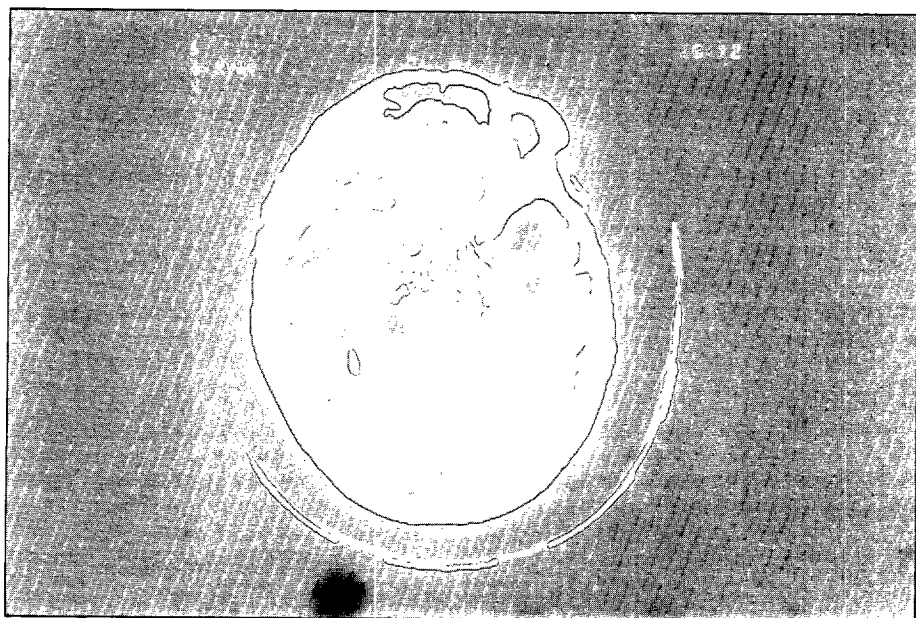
TAC craneal de un paciente con demencia vascular. Gran calcificación aterosclerótica de las arterias del polígono.
